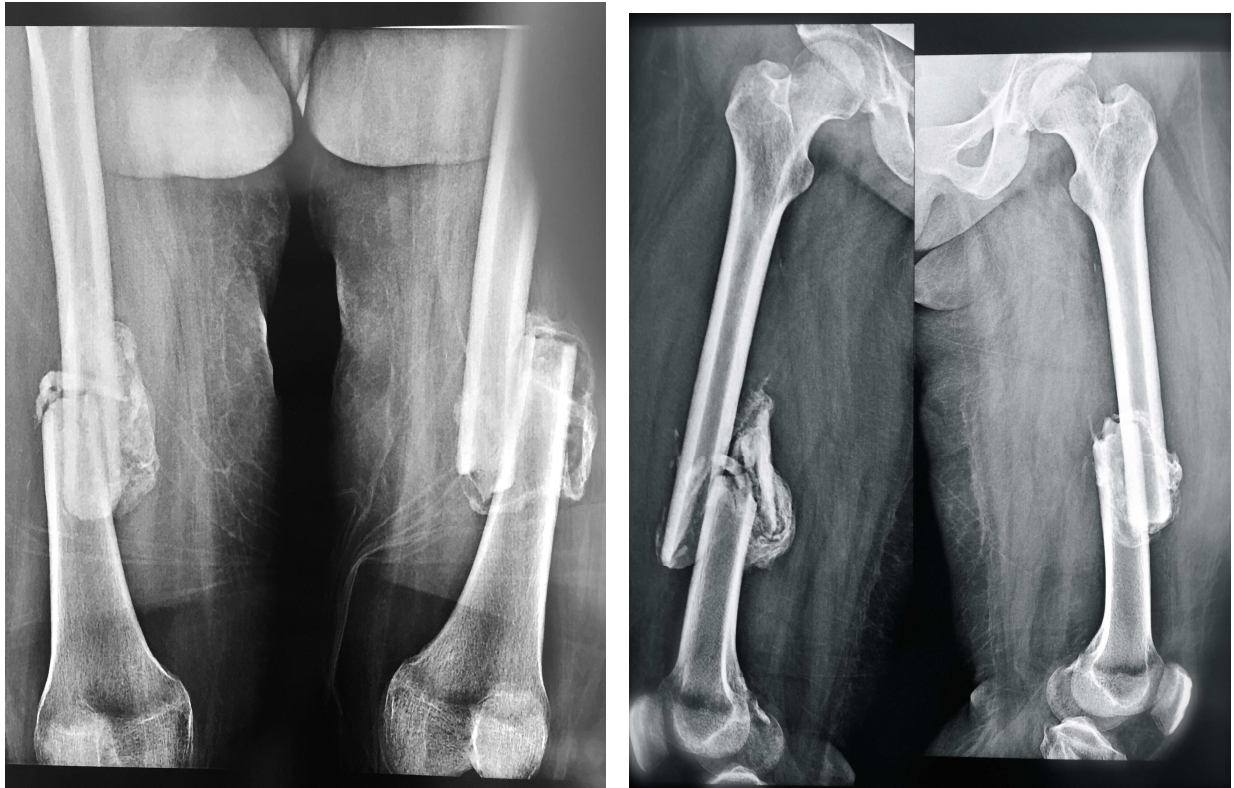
Рентгенограмма пациентки С., 25 лет, на момент поступления
